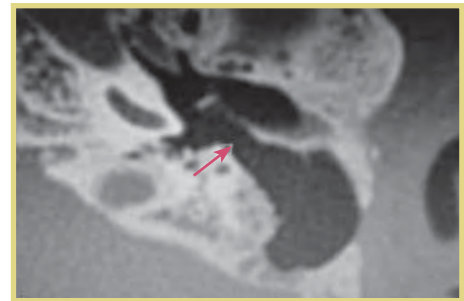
КТ височных костей, аксиальная проекция: состояние полостей среднего уха через 1 год после операции; стрелкой показана задняя тимпанотомия
